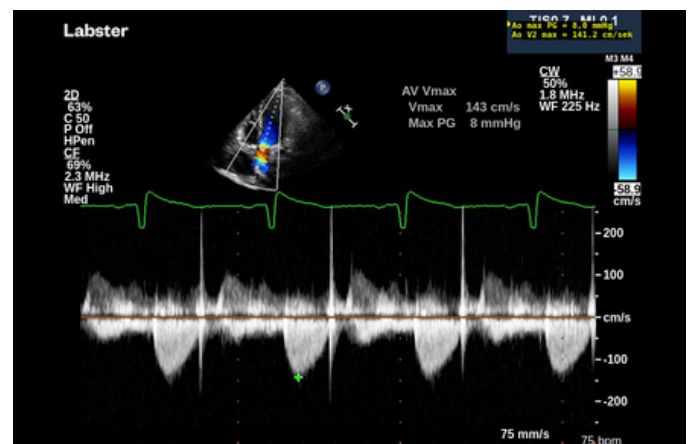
Representación Doppler Continuo
